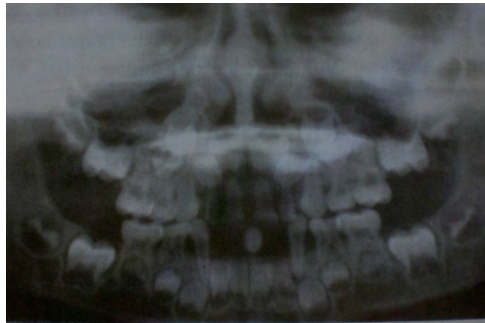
La ortopantomografía muestra la pérdida de los incisivos inferiores¹⁰.
